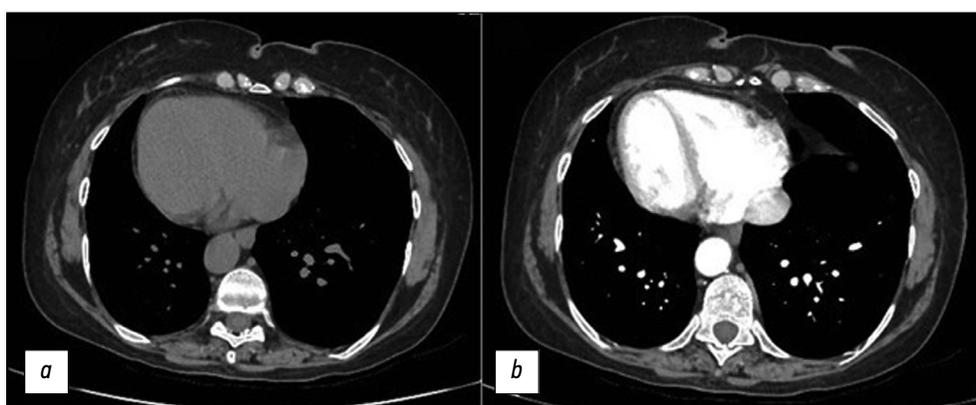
Компьютерная томография грудной клетки в аксиальной проекции: *a* — без контрастирования; *b* — с контрастированием. Видна декстрокардия. В данном случае диагностирован *situs inversus*: левое лёгкое имеет три доли, правое лёгкое — две доли, верхушка сердца расположена справа.
